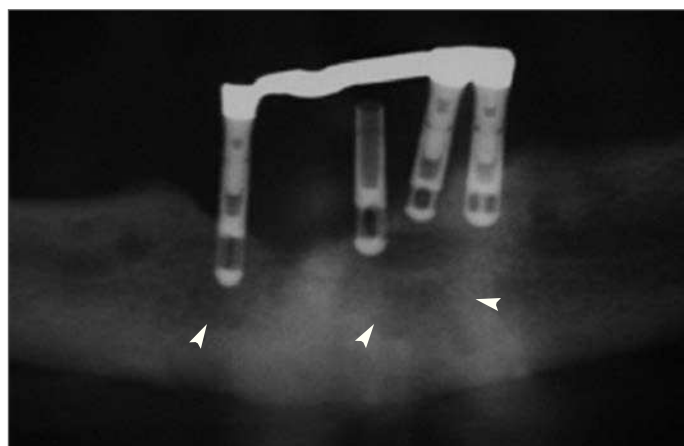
Una sección de la radiografía panorámica mostrando una lesión osteolítica con bordes mal definidos, que se extienden más allá de los implantes (puntas de flecha).
